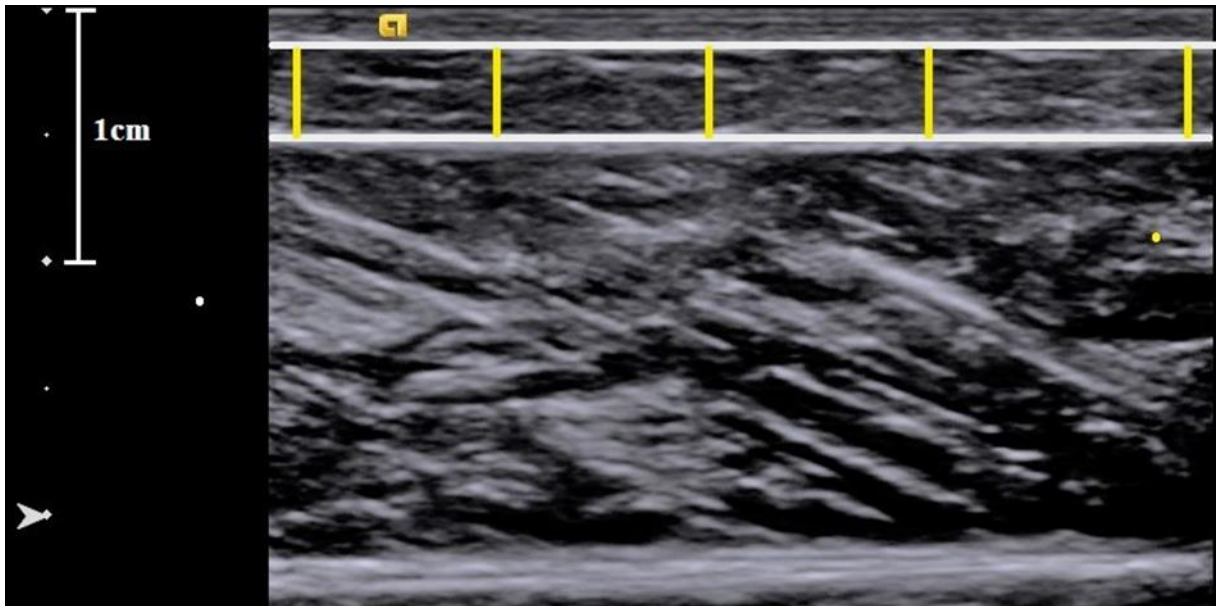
Ultrasound image for assessing subcutaneous adipose tissue thickness. Note the lower edge of the epidermis (white upper horizontal line) and the upper edge of the superficial aponeurosis (white lower horizontal line), between which the five measurements were obtained (yellow lines).
